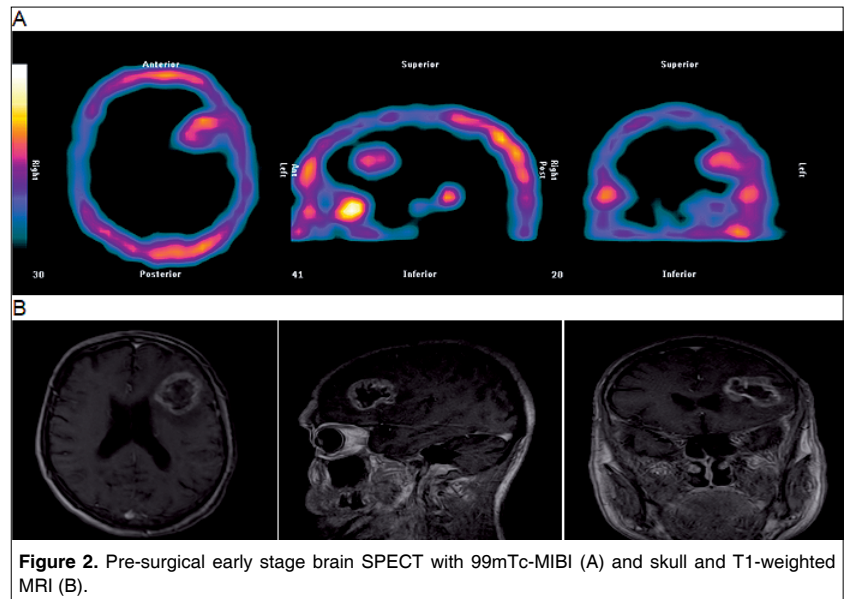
Pre-surgical early stage brain SPECT with 99mTc-MIBI (A) and skull and T1-weighted MRI (B).
